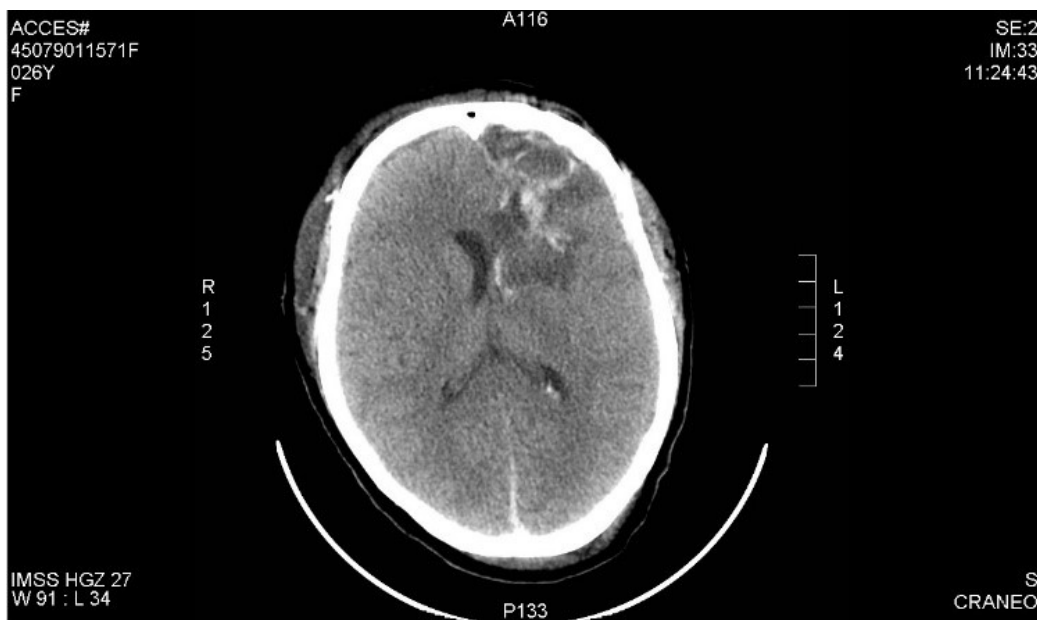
Tomografía axial computarizada del 10 de marzo del 2017.
